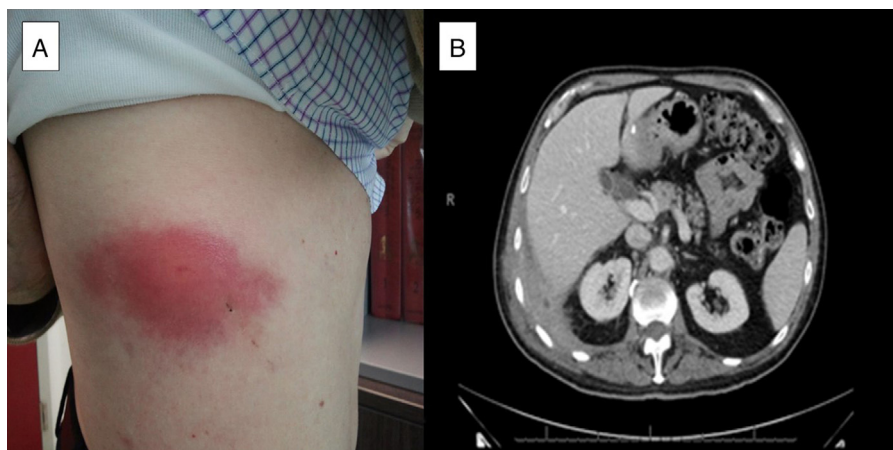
A: Imagen de lesión en región lateral de hemitórax derecho. B: Corte de TC torácico donde se observa engrosamiento pleural del seno costofrénico posterolateral derecho con zona hipodensa en su interior, afectación de grasa extrapleural, engrosamiento de músculos y derrame pleural.
